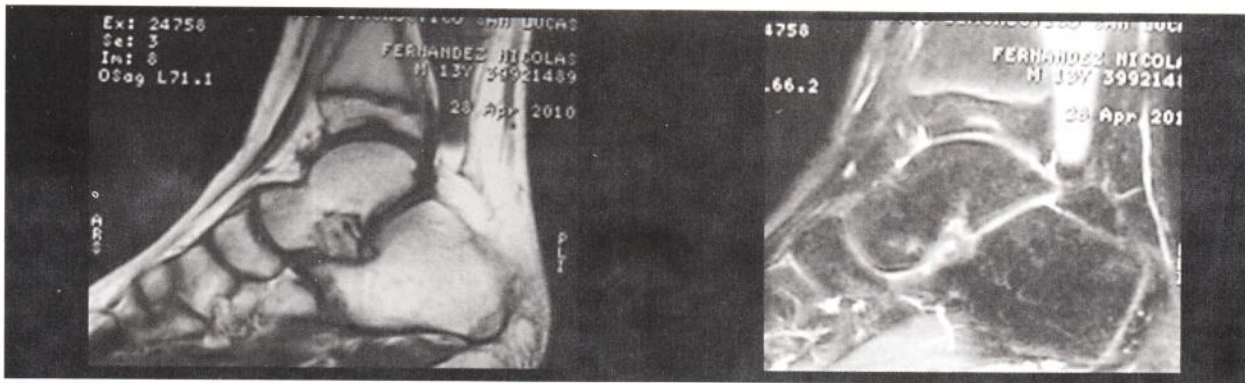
Resonancia magnética nuclear (RMN) de tobillo.
